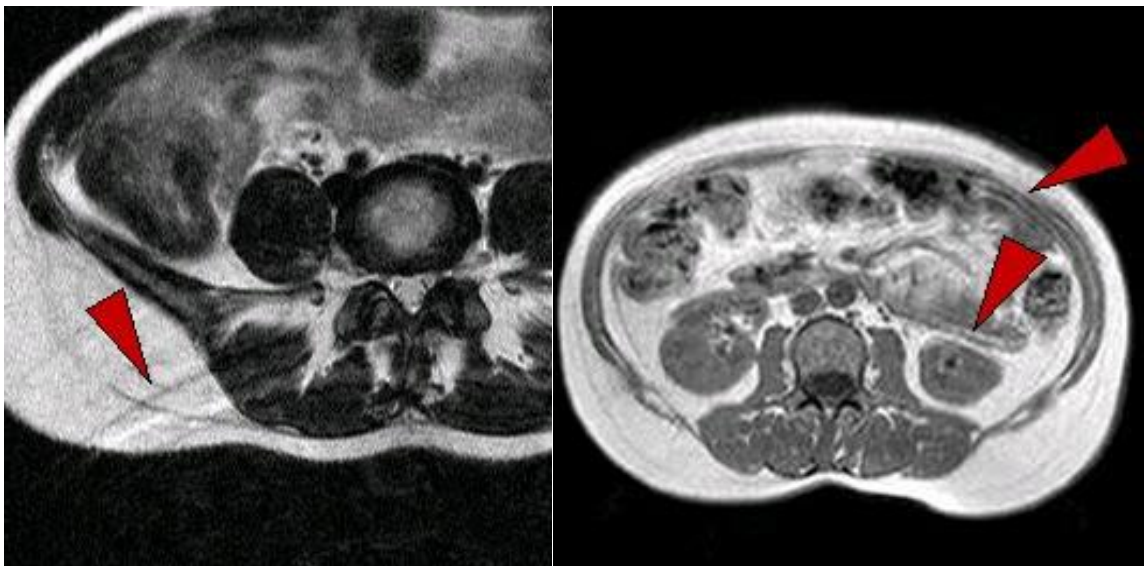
(izvor:Igor Fučkan, Magnetska rezonancija, Priprema i planiranje pregleda)
